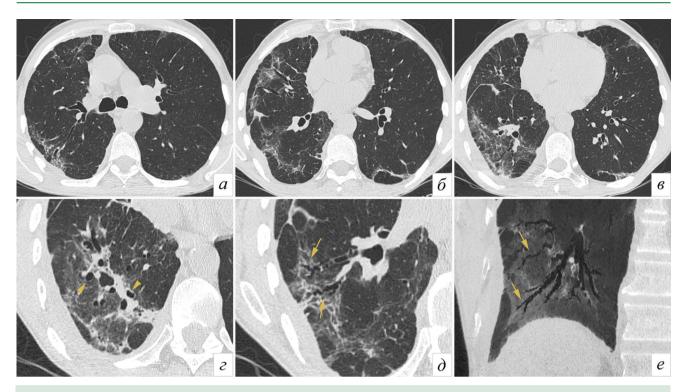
Пациент К.,73 лет. 4 недели после выписки по поводу COVID-19 (ПЦР+). КТ ОГК в аксиальной плоскости (а-в), увеличенные фрагменты изображений (г, д) и реформация MinIP (е). На фоне слабоинтенсивных участков «матового стекла» (больше справа) имеются тяжистые уплотнения, деформирующие легочную ткань и плевру. Также визуализируются цилиндрические (головки стрелок) и варикозные (стрелки) бронхо-и бронхиолоэктазы
